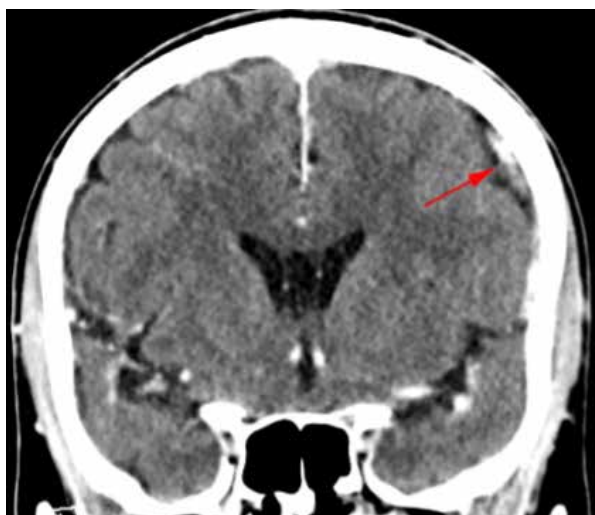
CT cerebral – abcese și focare hemoragice
